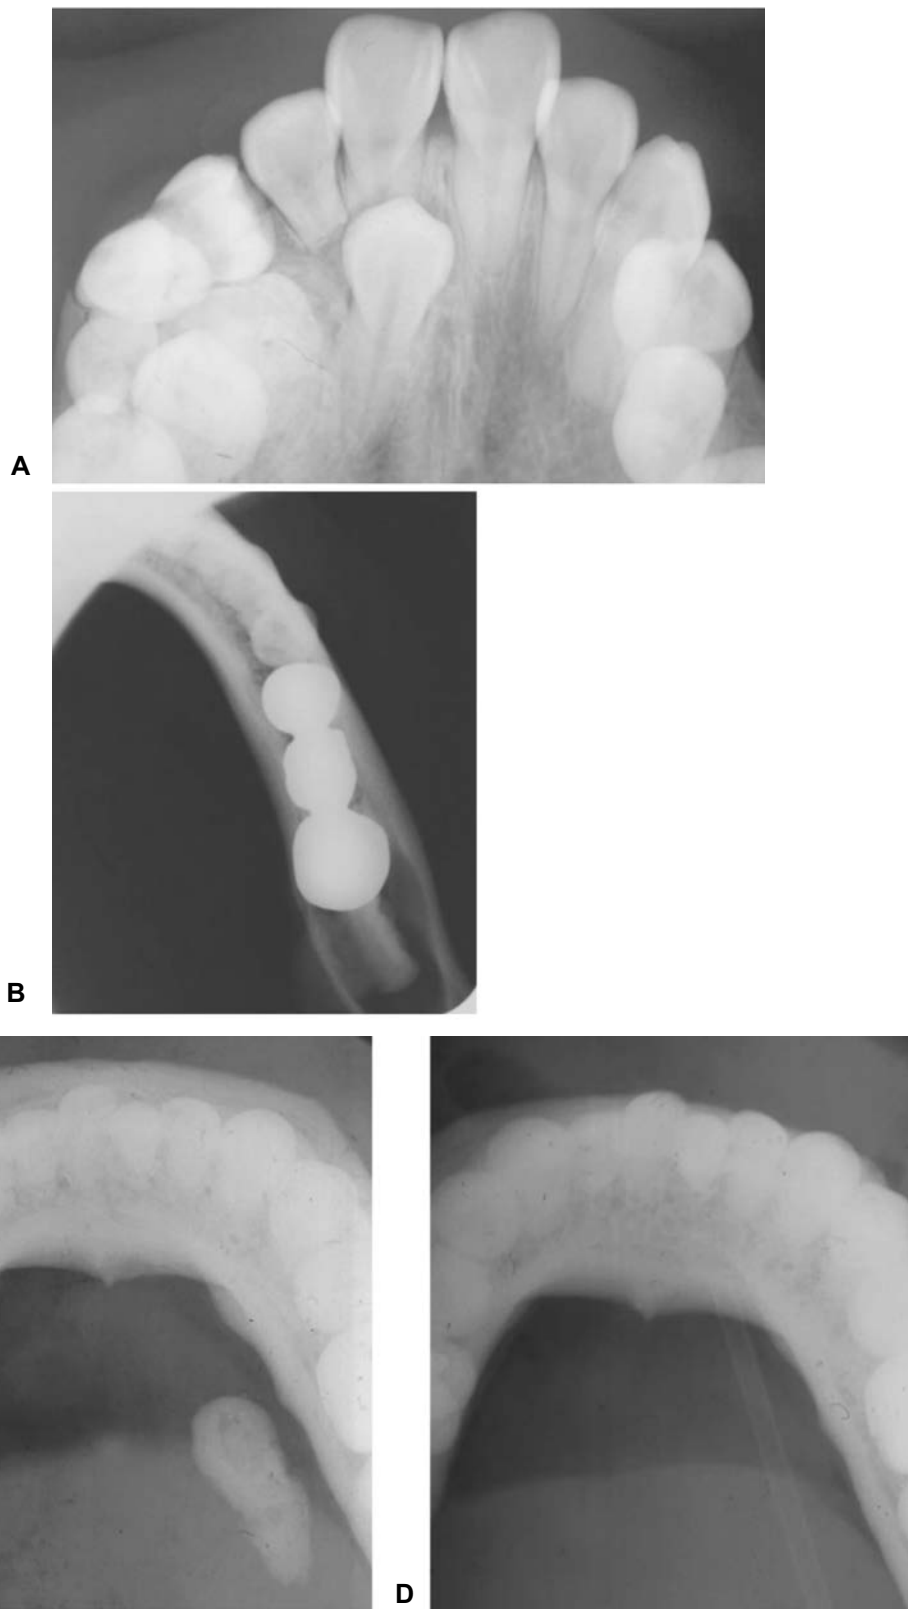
La radiografía oclusal sirve para brindar una vista en sentido superoinferior tanto de tejidos duros como de tejidos blandos. En la figura (A) se observa la imagen de una radiografía oclusal superior en la que aparece una lesión radioopaca (odontoma), al igual que un canino impactado, mientras que en la (B) se muestra una radiografía oclusal inferior en la que con una zona radiolúcida con un molar cuya cara oclusal se dirige hacia vestibular. En (C) se observa un sialolito de gran tamaño, y una vez que se ha retirado, se observa la colocación de un catéter (D), para mantener el conducto de la glándula submandibular permeable.
